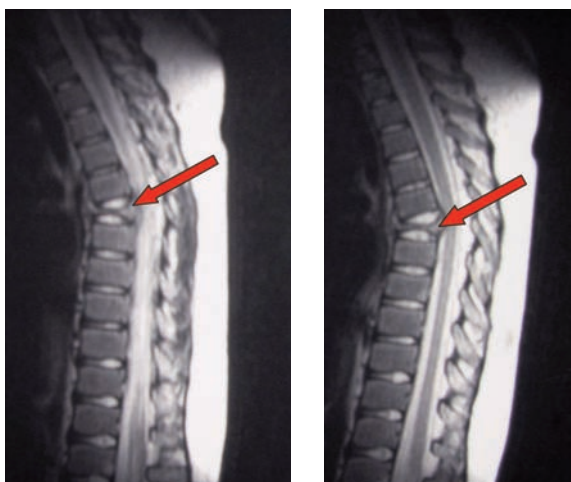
RMN Rachide dorso lombare. Crollo pressochè completo del soma D6 con deviazione cifotica dell'asse e sporgenza del muro posteriore vertebrale nel canale spinale che impronta la superficie ventrale del midollo spinale. Conservati gli spazi discali sopra e sottostante lo schiacciamento vertebrale. Assenza di alterazioni morfologiche e di segnale degli altri metameri dorso-lombari.
